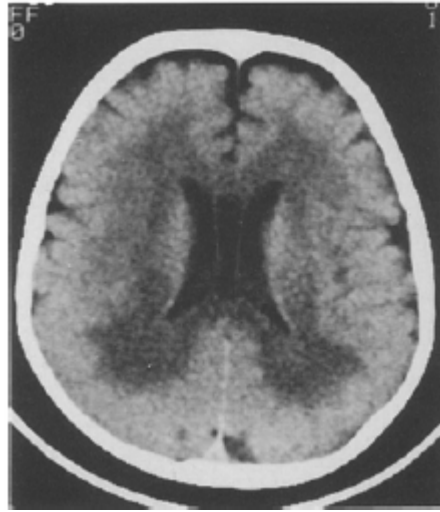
La TDM cérébrale d'un cas de LDM montre une hypodensité symétrique dans toute la SB profonde et une atrophie cérébrale modérée.
